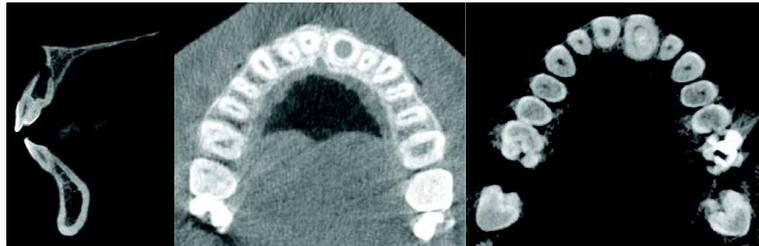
CBCT de la 11 montrant les globes radio-transparents [7]
